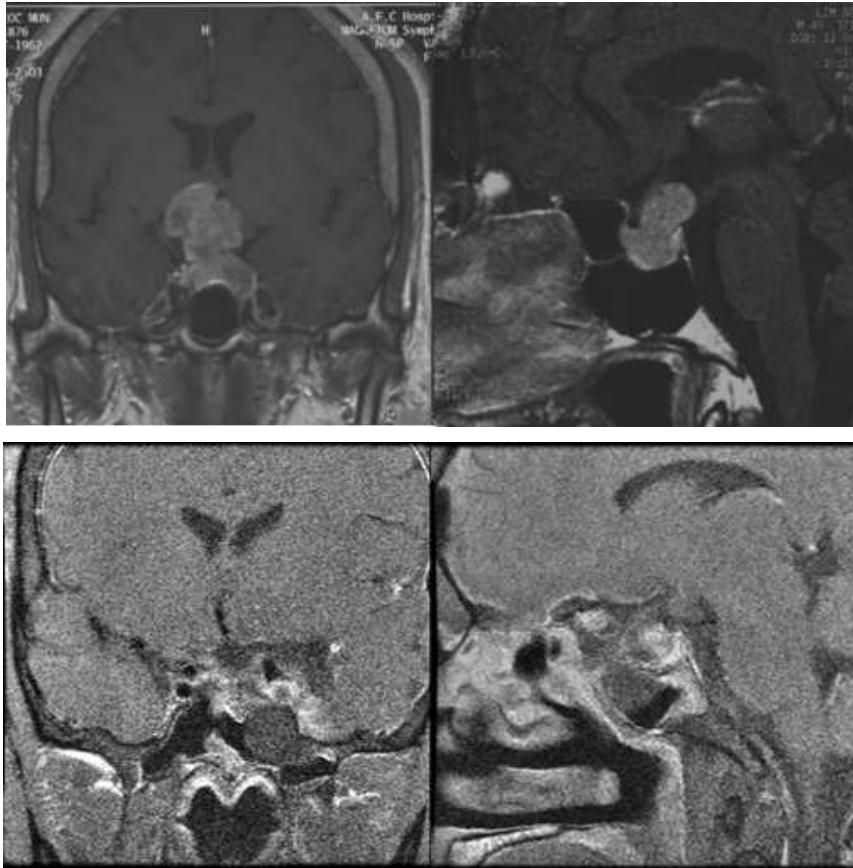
Coronal Gd-enhanced T1-weighted MR images in a 40-year-old man who presented with headache, easy fatigue, and loss of libido caused by Macroadenoma. *Upper:* The patient's initial serum prolactin level was 1000 μ g/L. He was treated with bromocriptine for 6 months, which was changed to surgical treatment for whom medical therapy was ineffective. *Lower:* Image obtained at 5 months after surgical treatment. There is no residual or recurred tumor. The serum prolactin level is 32 μ g/L.
